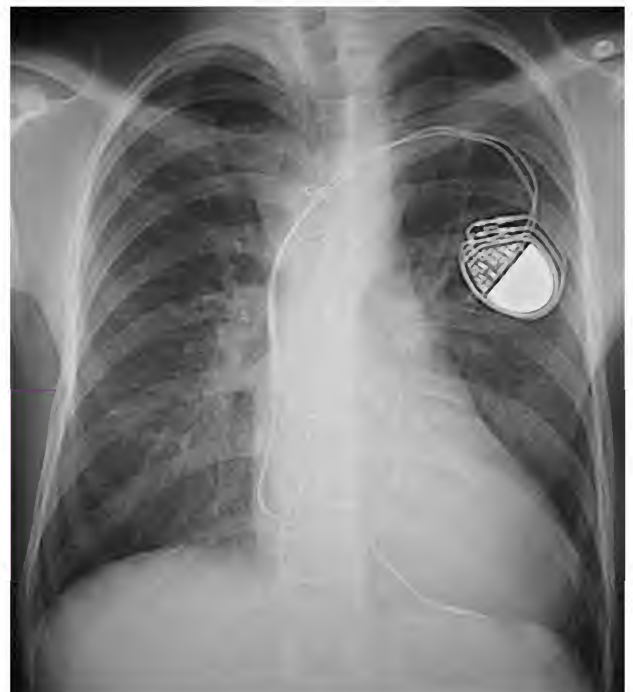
Marcapasos, radiografía ▶
